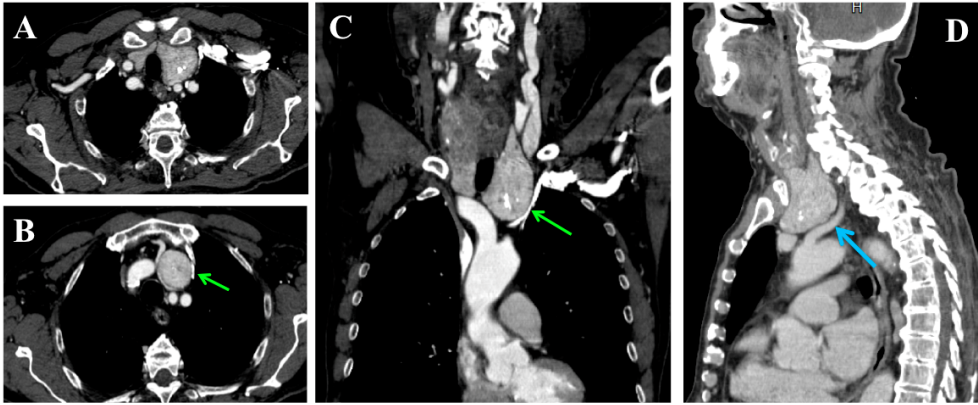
Gozzo immerso prevascolare visualizzabile nelle immagini TC assiali (figura A e B) e nelle riformattazioni coronali (figura C) e sagittali (figura D). Le figure A e C dimostrano la presenza di un gozzo cervico-mediastinico bilaterale, la cui componente sinistra è maggiormente rappresentata e si approfonda maggiormente nel mediastino anteriore (figura B). La massa, nella sua parte più caudale, disloca posteriormente la carotide comune sinistra (figura D, freccia azzurra) e comprime la vena brachiocefalica sinistra (figura B e C, freccia verde).
